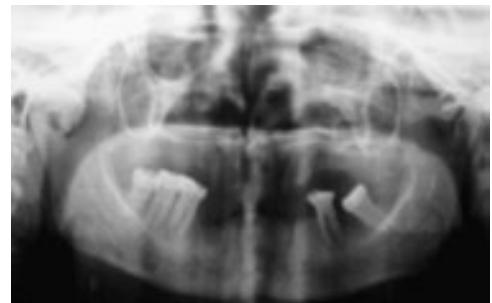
Radiografía panorámica donde puede apreciarse bordes poco definidos (flecha).
